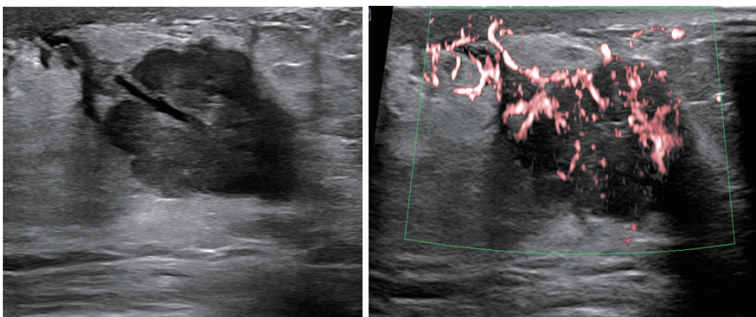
Ultrasound with Microvascular Imaging
